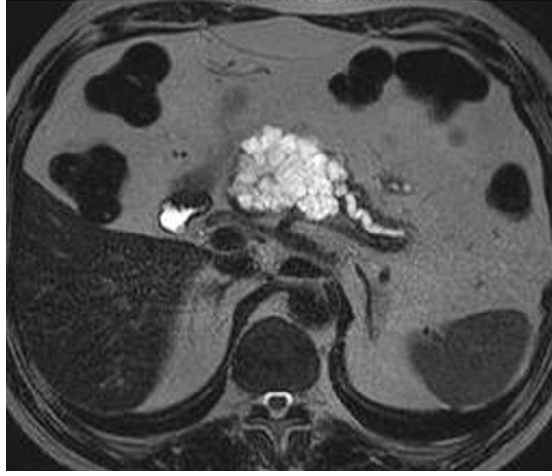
MRI showed hyperintense lesion with thin septations and dilated pancreatic duct on T2W sequence.
